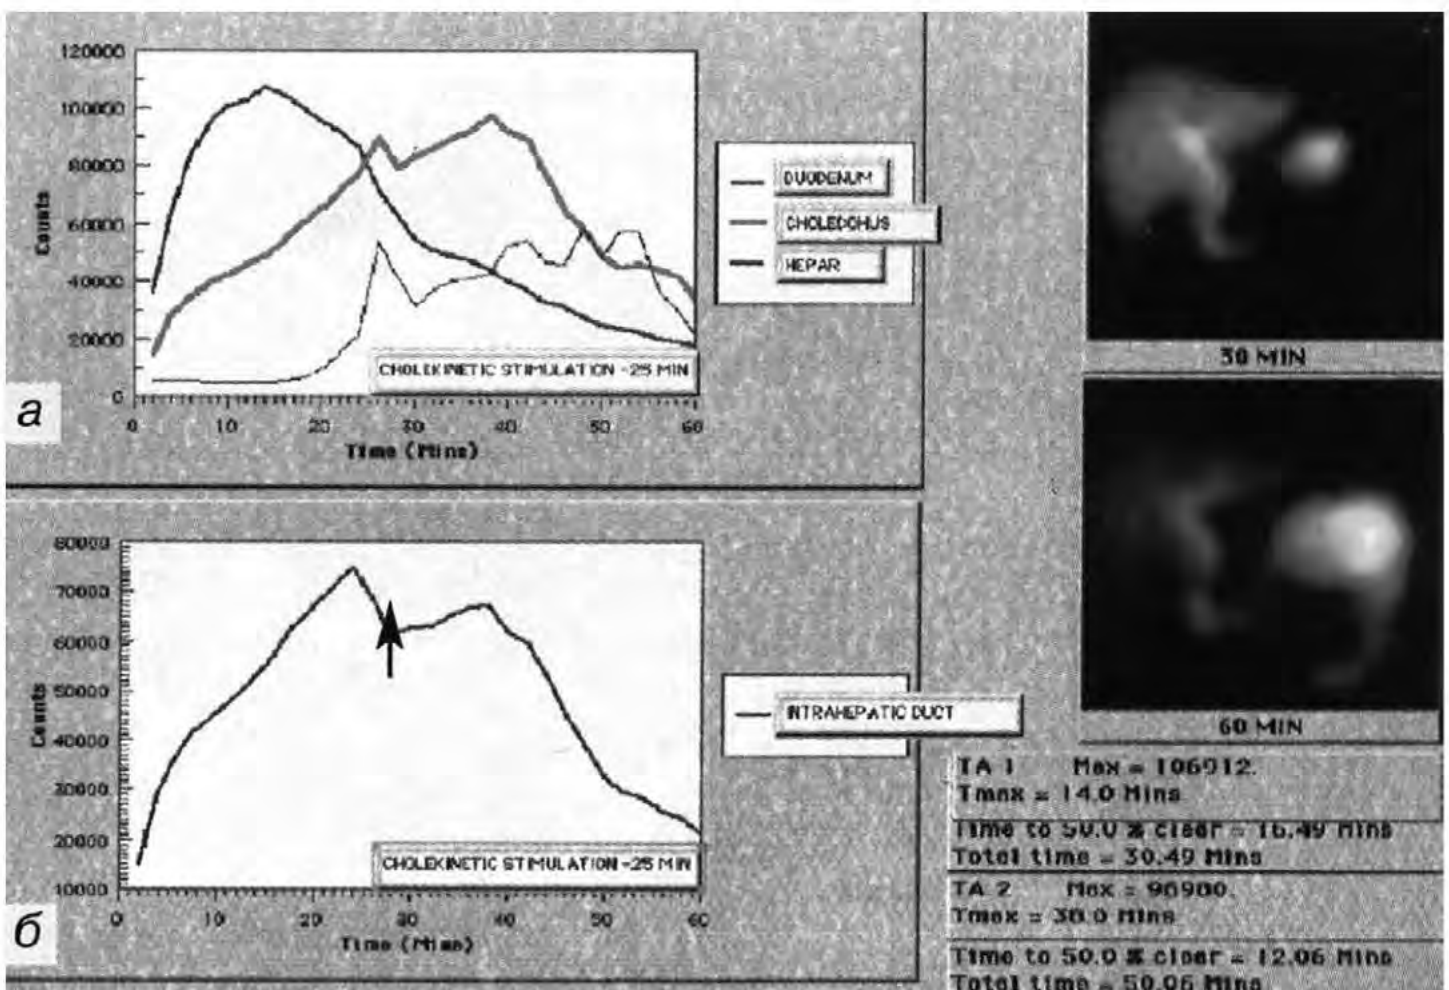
Билисцинтиграфия при дисфункции сфинктеров Одди и Мирizzi до (а) и после (б) стимуляции. Виден повторный подъем кривой после введения холецистокинина, указанный стрелкой, который свидетельствует о спазме сфинктеров (по В. А. Петухову, 2003 [7]).
